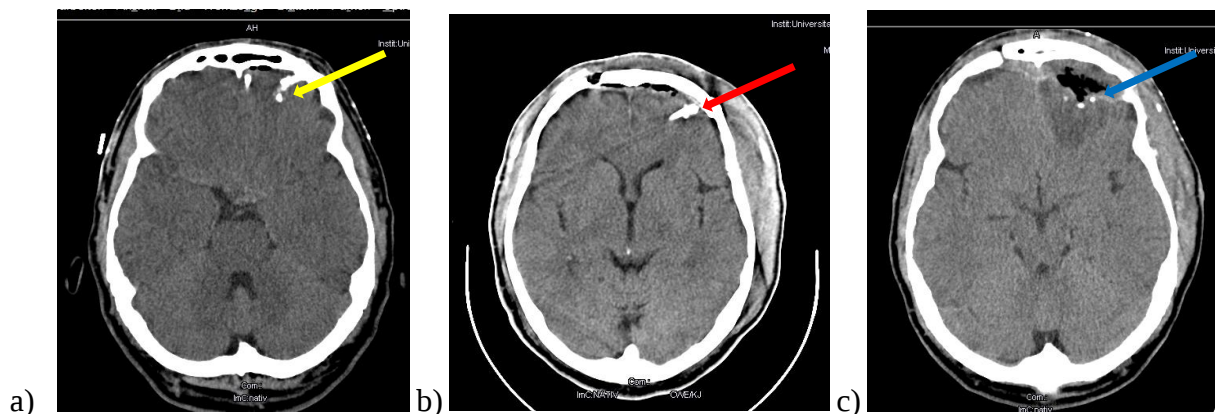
a) Kraniales CT, große und kleine Fragmente einer Kreissäge links frontal (gelber Pfeil). b) Postoperatives CT des Schädels nach Kraniotomie und Entfernung des FK, links frontal kommt ein verbliebenes hyperdenses Metallfragment zur Darstellung (roter Pfeil), c) Kontroll-CT nach der Revision-OP, ein großer FK ist entfernt, mehrere kleinere Metallfragmente sind noch in situ links frontal (blauer Pfeil).
